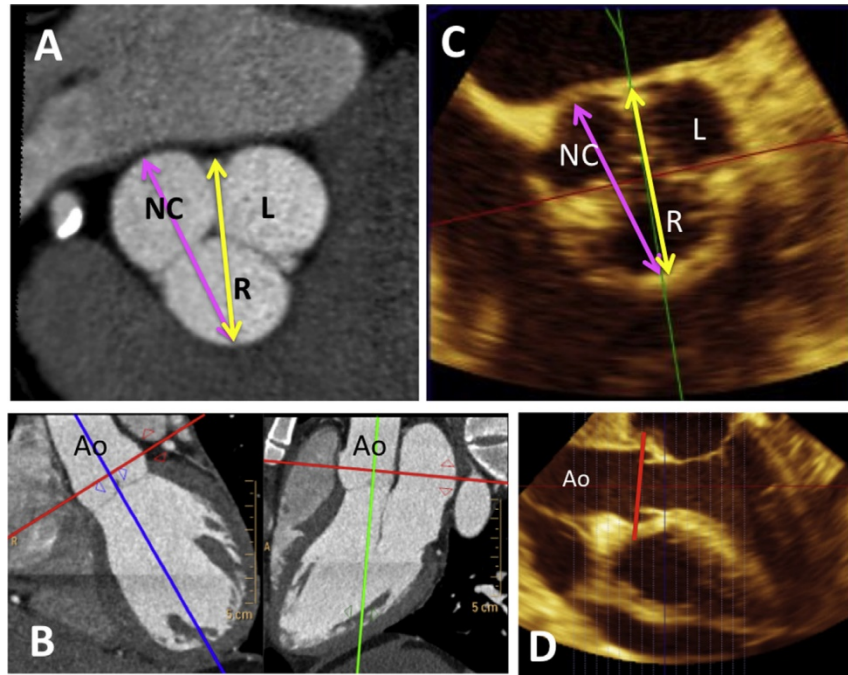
CT (A) および 3DTEE (C: 拡大断面像) を用いた大動脈基部計測。前後径は左冠尖 (L) と無冠尖 (NC) 間の交連部内側から反対の右冠尖 (R) までの部分であり、黄色矢印で示され、小さめに計測される。横径は右冠尖と無冠尖の中部間で最も離れた部分であり、紫色矢印で示され、大きめに計測される。パネル B は CT で大動脈基部の直交断面をズームした画像である。パネル D は 3次元再構築画像データから切り出した大動脈の長軸画像である。B および D の赤色ラインは Valsalva 洞の計測すべき断面を示す。
